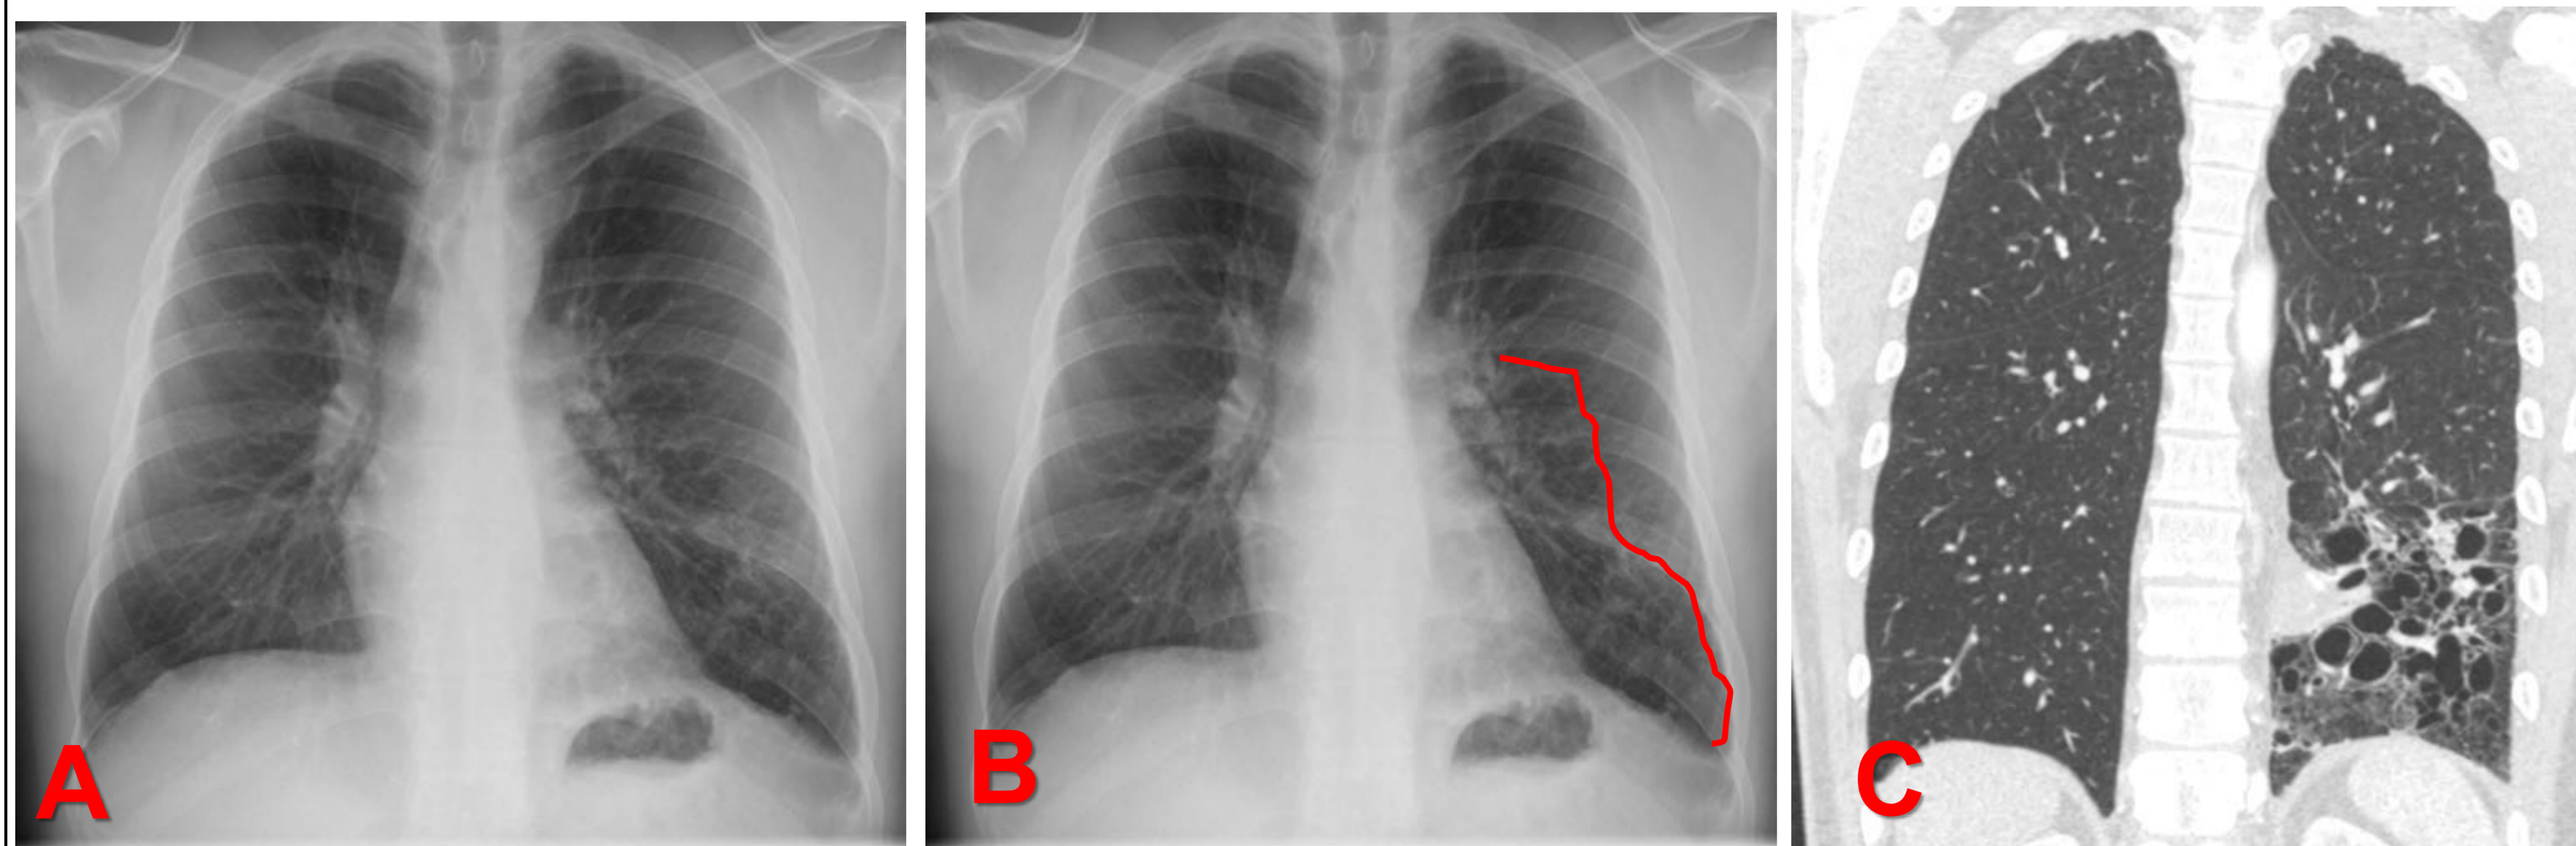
Imagen A, B y C. CASO 2: Paciente de 32 años que acude a urgencias por hemoptisis no amenazante, se realiza TC programado que muestra:
